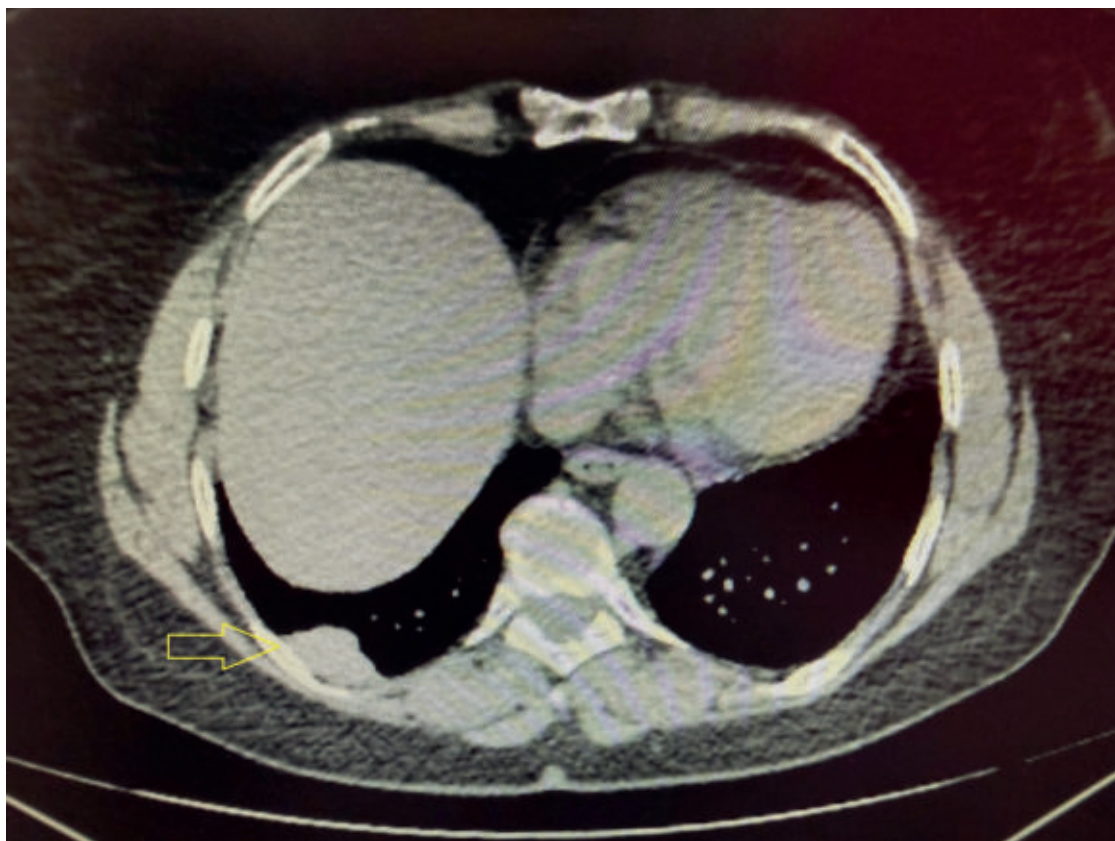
Компьютерная томография грудной клетки, аксиальный срез, показывающий образование в париетальной плевре
